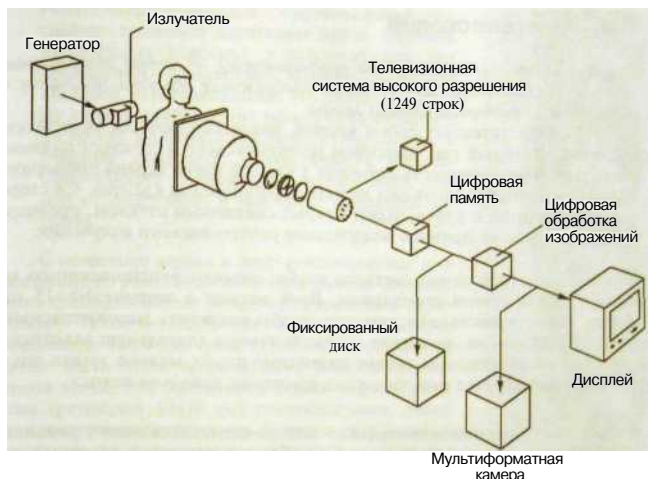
П.8. Электронно-оптическая цифровая система для рентгенографии и рентгеноскопии.
